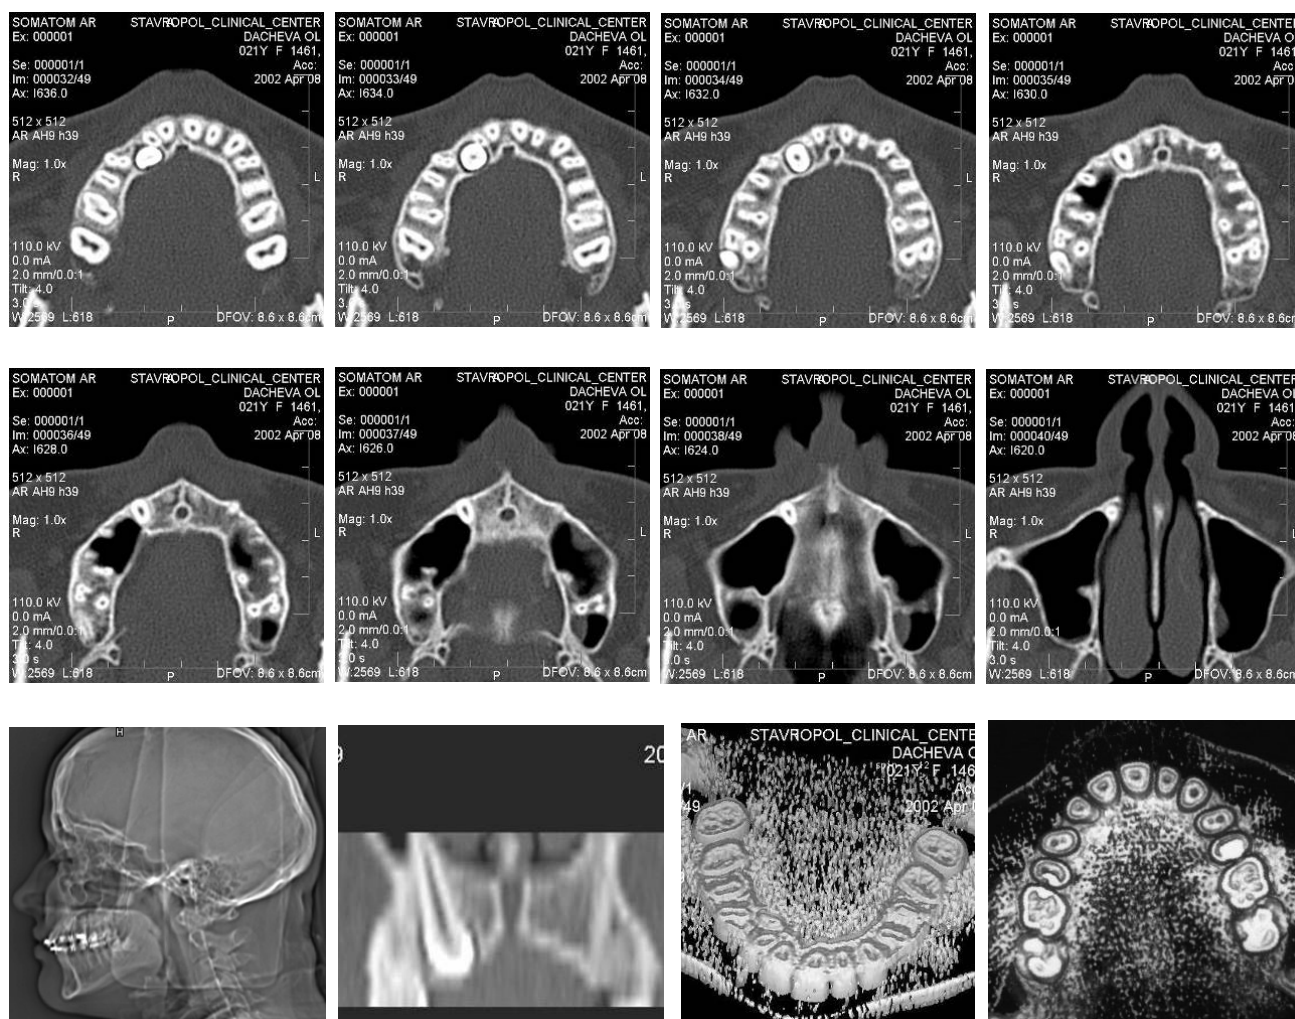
Компьютерные томограммы пациентки С., 21 года, до лечения. Серия аксиальных срезов. Топограмма. 2 Dx – изображение. 3 Dx – изображение
